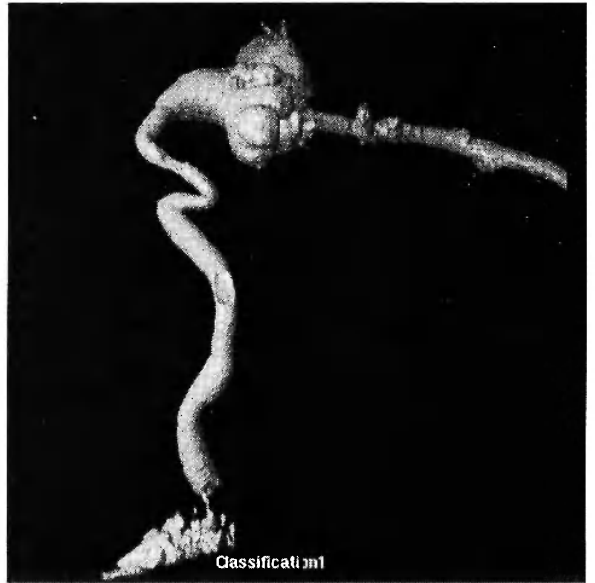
Tomografía Axial Computarizada -T.A.C.- (reconstrucción tridimensional). Vemos la reconfiguración del árbol urinario que observáramos en imagen 14 en forma tridimensional. En la parte superior se visualiza tubo de nefrostomía relleno por contraste que está siendo inyectado, llenando toda la vía urinaria a excepción de uréter inferior, que expresa imagen "en desfiladero" o "manzana mordida", expresión de tumor en esa localización.
